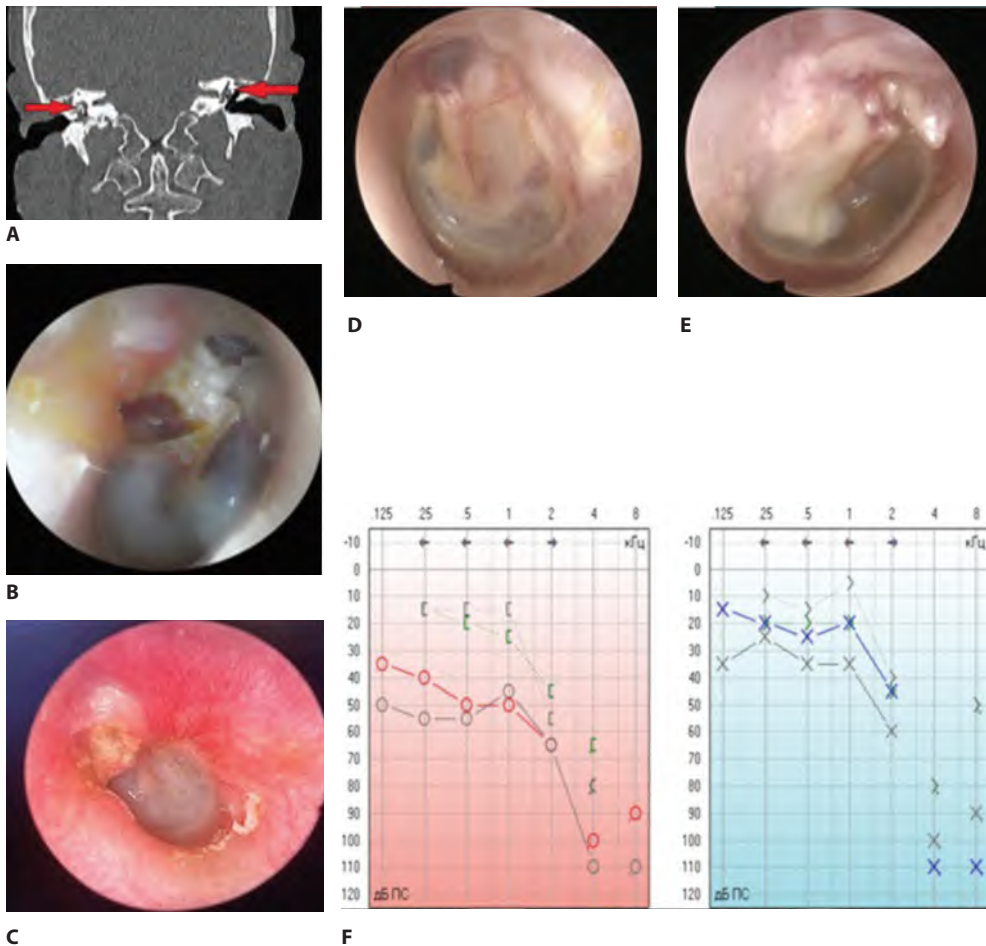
КТ-картина, данные отомикроскопии до и после оперативного вмешательства, а также показатели слуховой функции по аудиограмме у пациента с хроническим эпитимпано-антральным гнойным средним отитом: А – КТ-признаки двустороннего хронического среднего отита, патологического содержимого в эпитимпануме с обеих сторон; В – отоскопическая картина правого уха до оперативного вмешательства: в ненатянутой части определяется ретракционный карман с холестеатомными массами; С – отоскопическая картина левого уха до оперативного вмешательства: в ненатянутой части определяется дефект барабанной перепонки с холестеатомными массами; D – отоскопическая картина правого уха спустя 1 год после санирующей операции; E – отоскопическая картина левого уха спустя 1 год после санирующей операции; F – результаты аудиограммы до и после оперативного вмешательства (выделенным курсивом отмечены результаты костно-воздушного интервала после оперативного вмешательства)
